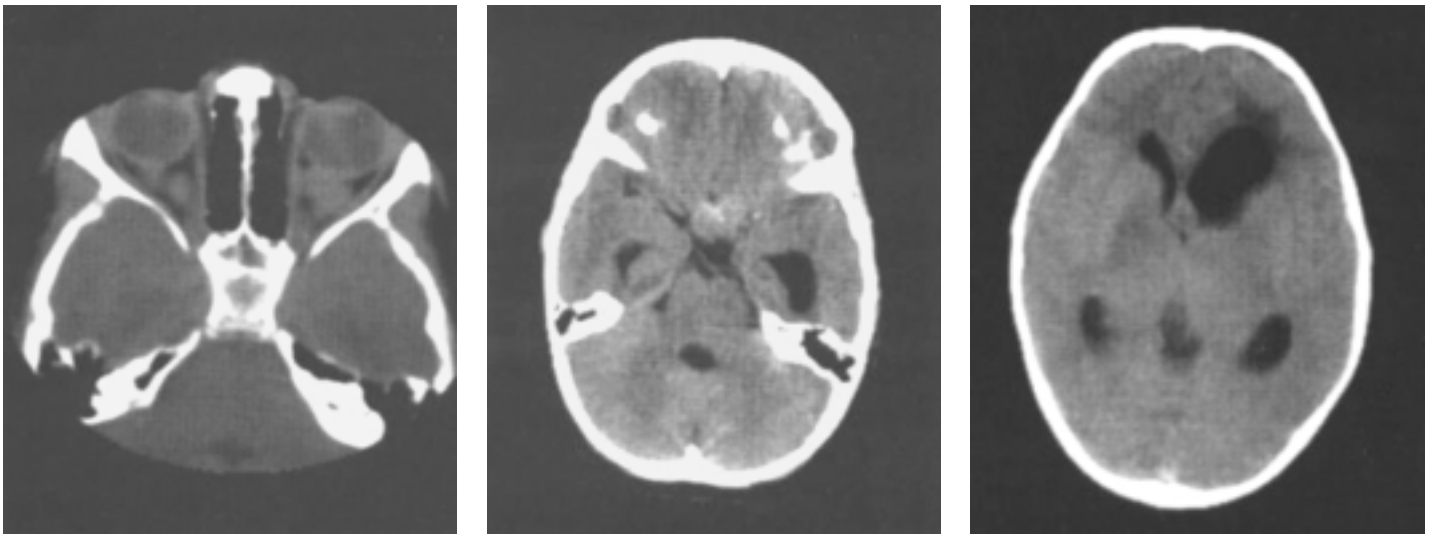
Компьютерные томограммы ребенка 2,5 лет. Диагноз: нейрофиброматоз I типа.
